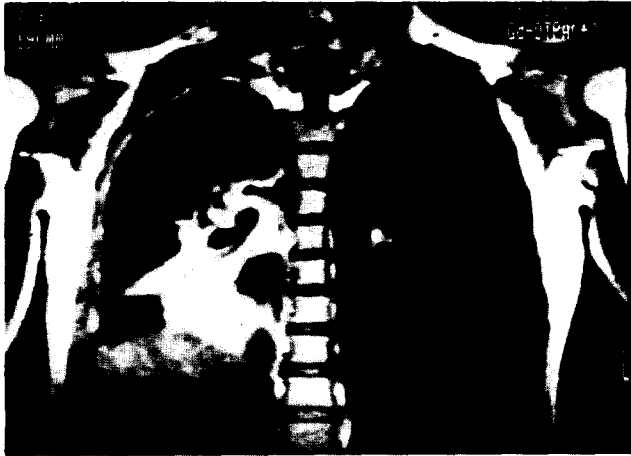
CT를 이용한 횡단면과 3차원으로 구성된 병변의 양상을 보여준다. 우중엽 및 우하엽의 경변이 관찰된다.
